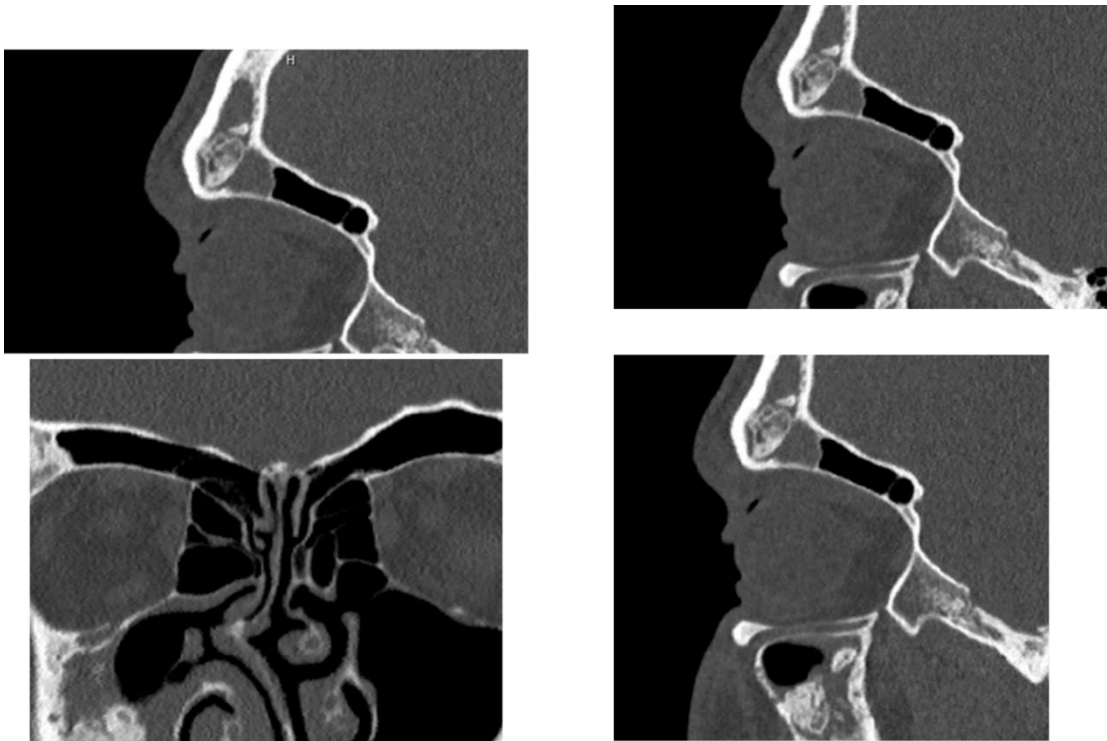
Tomografía postquirúrgica. (Léase texto). (Fuente directa. Cortesía del departamento de radiología INER.)
